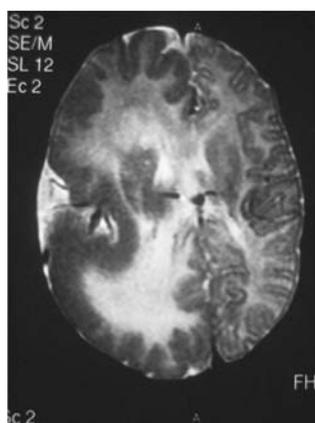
Resonancia magnética en secuencia T2 en corte axial Hemimegalencefalia derecha.
